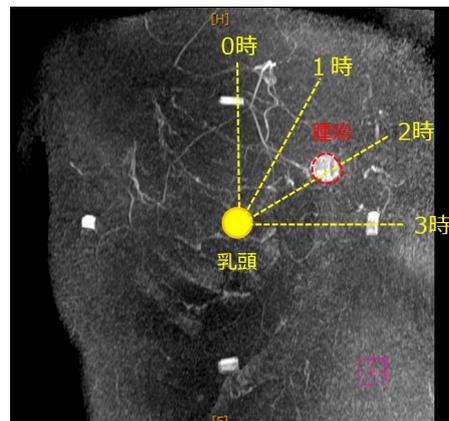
乳癌 T2N1M0, Stage IIB 造影MRI画像
